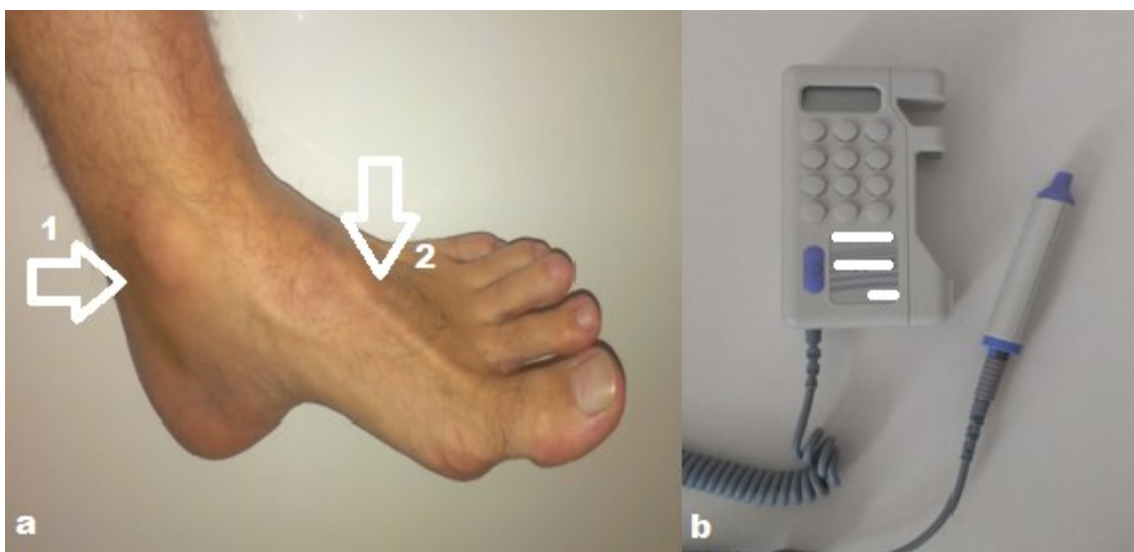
Ansatzpunkte zur Messung der arteriellen Verschlussdrücke mittels Handdopplergerät (b) „Huntleigh dopplex D900“ an der A. tibialis posterior (a, 1) und der A. dorsalis pedis (a, 2)
